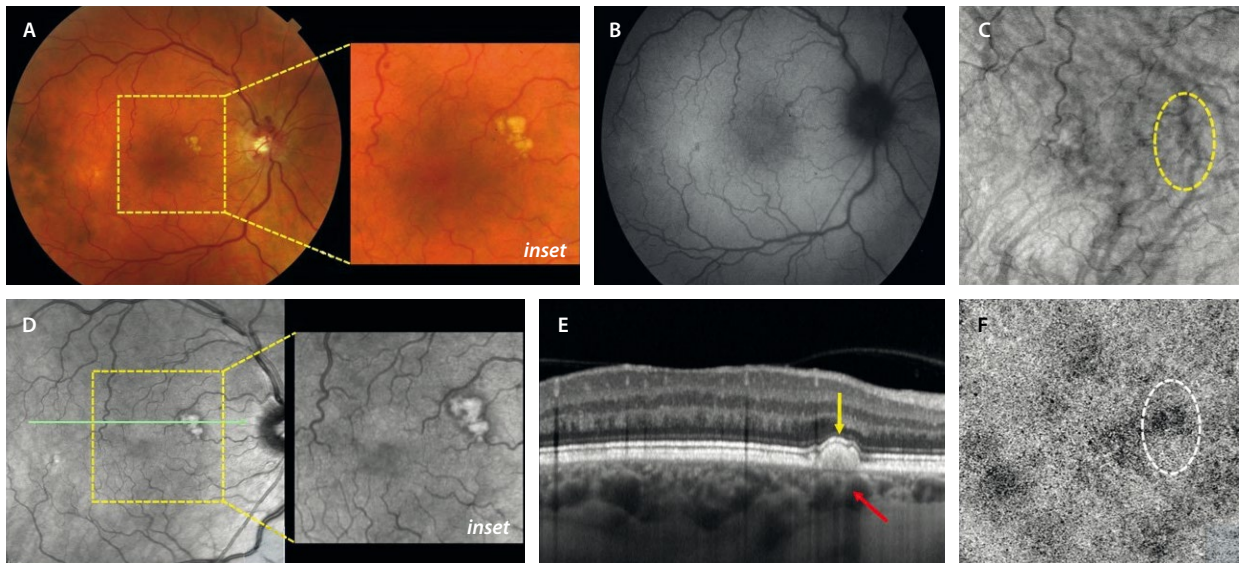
Paquidrusas. A) Retinografía a color (*inset*), donde se ven drusas amarillentas de contorno definido y arriñonado. B) No muestran cambios de autofluorescencia en la autofluorescencia. C) Situadas sobre paquivasos que se pueden segmentar mediante imagen *en face* de la tomografía de coherencia óptica (círculo amarillo). D) En la imagen cercana a la infrarroja (*inset*) son hiperreflectivas, pero presentan un contorno marcado e hiporreflectivo. E) En la tomografía de coherencia óptica se ven como depósitos homogéneos e hiporreflectivos en el epitelio pigmentario de la retina (flecha amarilla), situados sobre paquivasos (flecha roja). F) La angiografía por tomografía de coherencia óptica presenta áreas de no perfusión a nivel de la coriocalilar.
